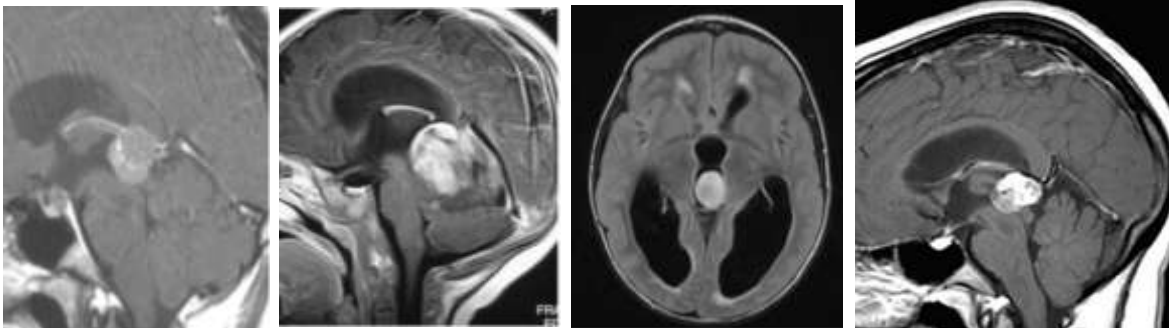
Masa de la región pineal. A) RM T1 con contraste: muestra masa vascularizada. B) RM T2: intensidad de señal heterogénea de predominio isointensa. C) FLAIR: masa de predominio hiperintensa.
